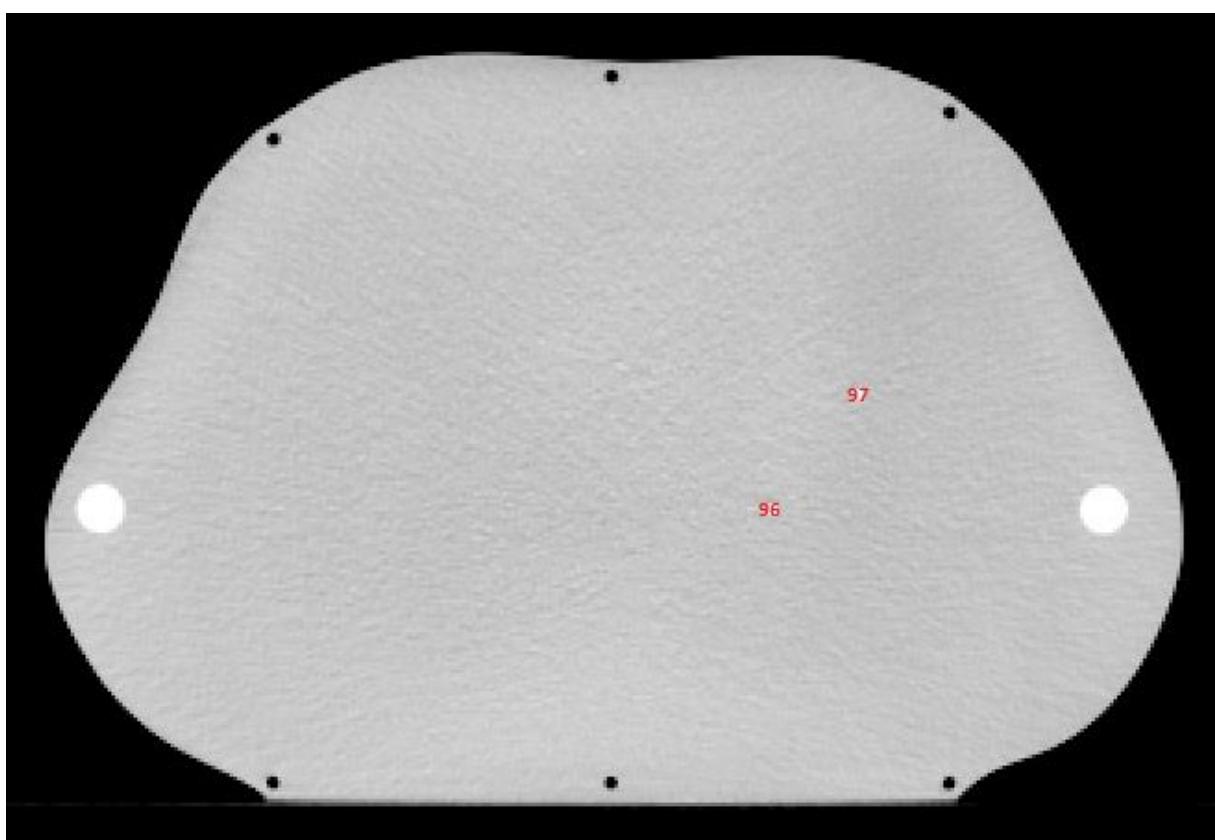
Dosimeterposisjoner CT-snitt 14 i lungefantomet.
